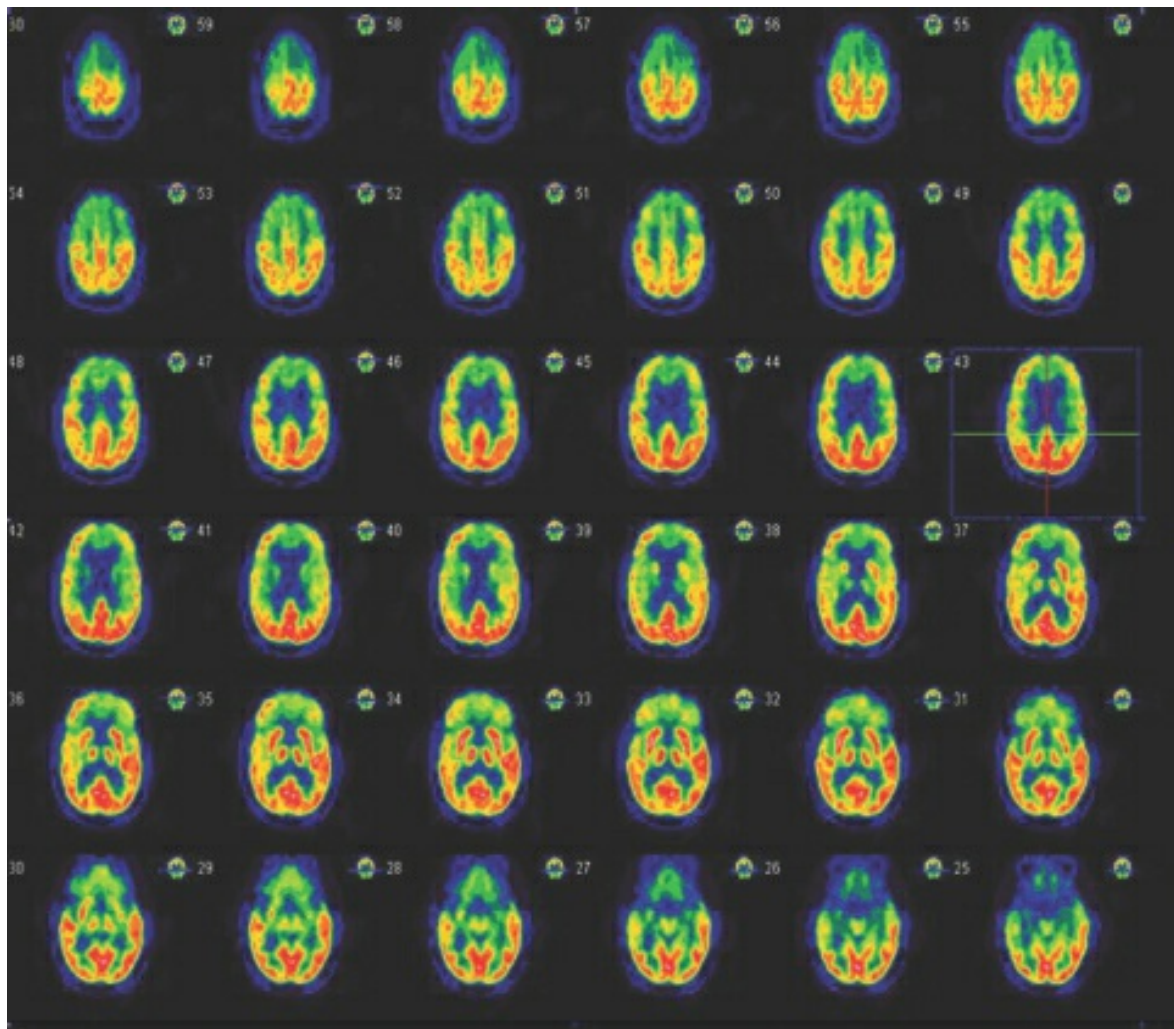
PET-FDG axial. Cortesía del Dr. Guiyun Wu.
